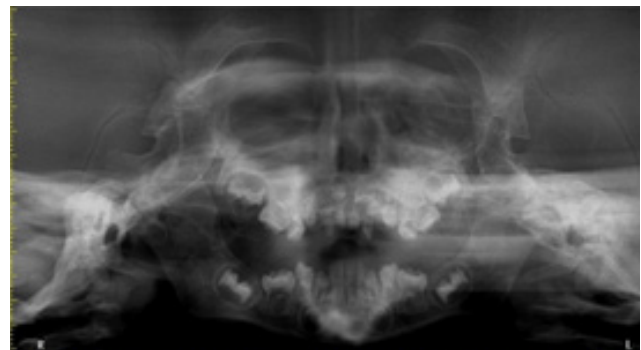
Radiografía panorámica, se observa poco desarrollo a nivel transversal de los maxilares superior e inferior del paciente, se observa una hipertrofia de los senos paranasales.
